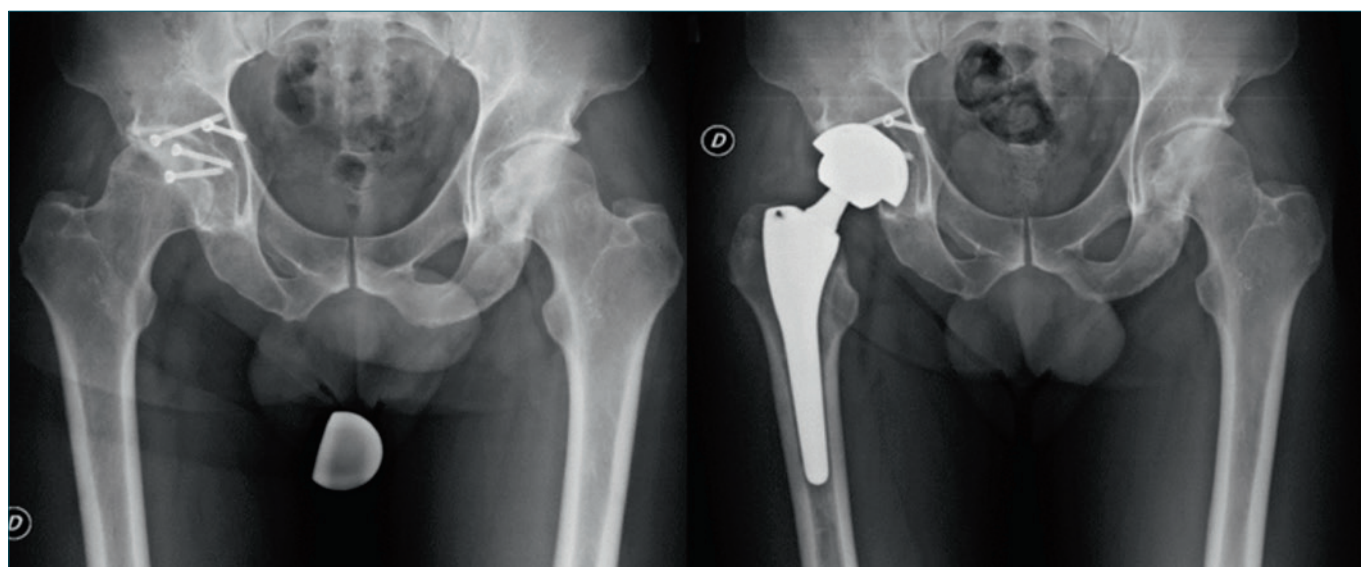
Paziente maschio di 44 anni con coxartrosi destra in esiti di frattura acetabolare trattata con viti di 10 anni prima. Il paziente è stato trattato con rimozione di una vite e impianto di PTA non cementata, cotile Fixa Ti-Por Adler e stelo Apta con collo modulare retto. Il risultato clinico è ottimo a 10 anni. La radiografia in anteroposteriore del bacino mostra una buona osteointegrazione con contrafforte superiore e stress shielding mediale.
